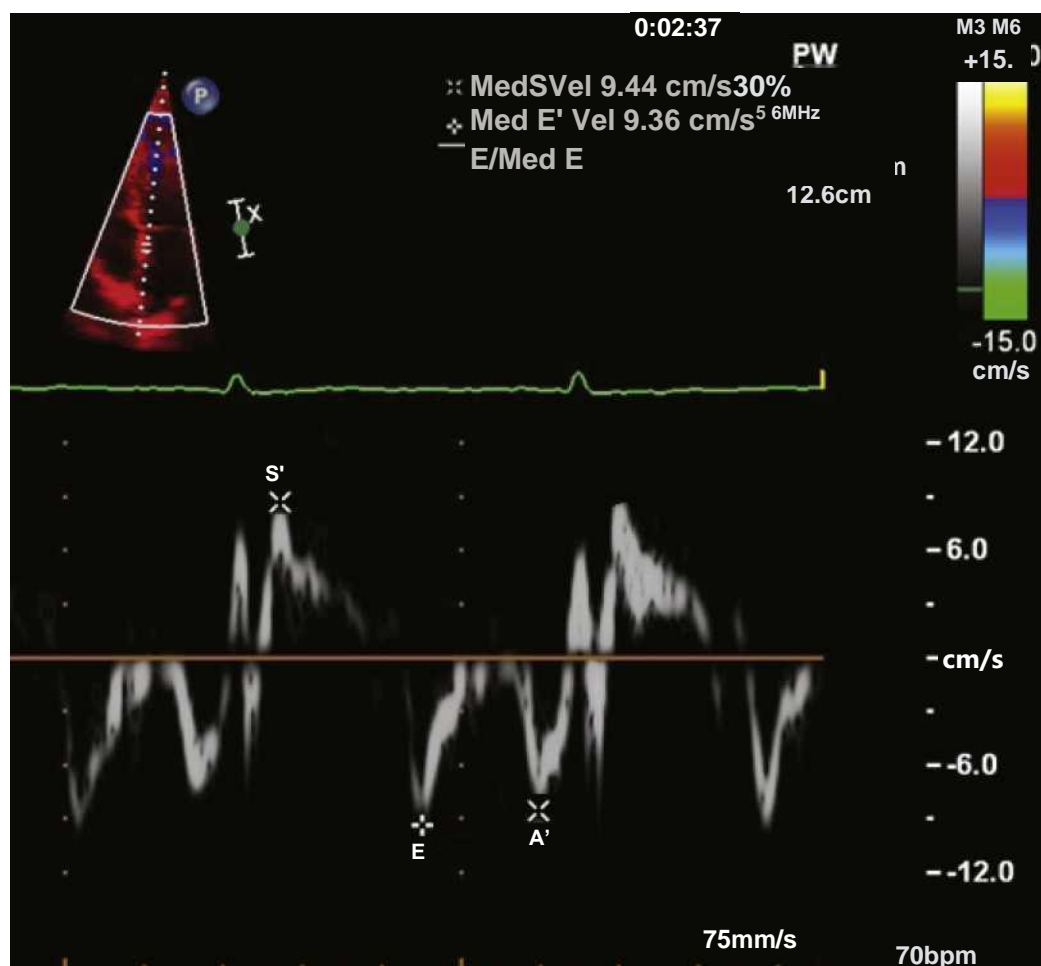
Normal pattern of tissue Doppler-derived myocardial systolic (S' wave), early diastolic (E' wave), and late diastolic (A' wave) velocities from the medial aspect of the mitral annulus.
